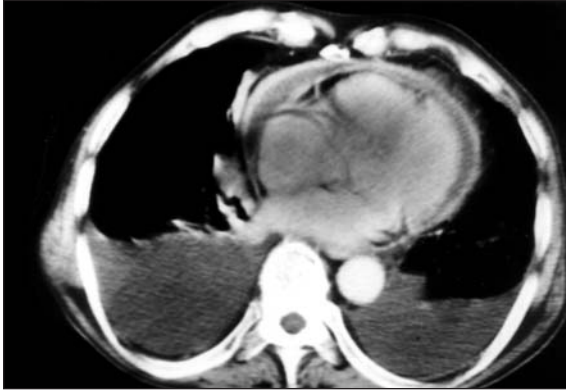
Beşinci olgunun toraks BT kesiti.
